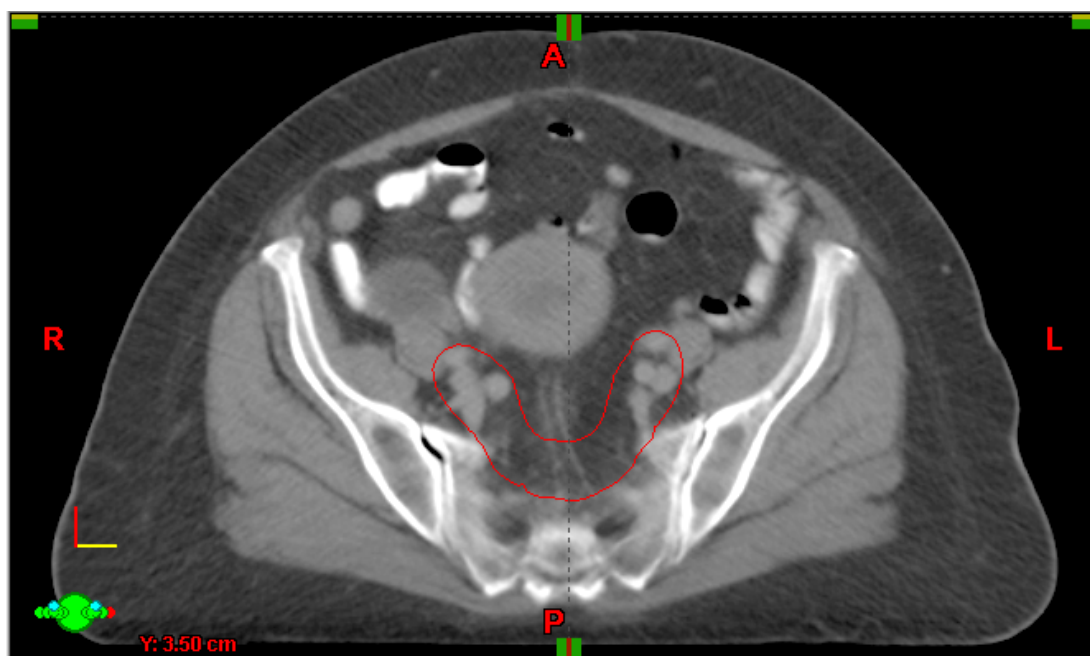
Exemplo do delineamento na tomografia de simulação dos linfonodos pré-sacrais e ilíacos (Id: 04).
